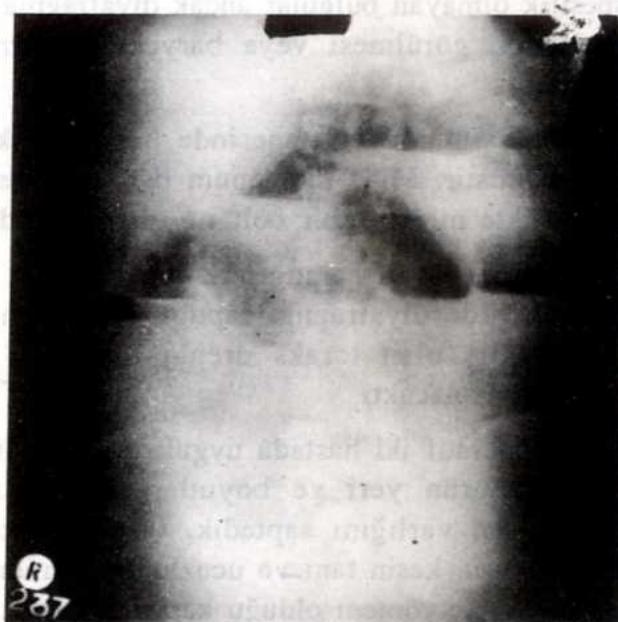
Olgu III Baryumlu mide grafisi
